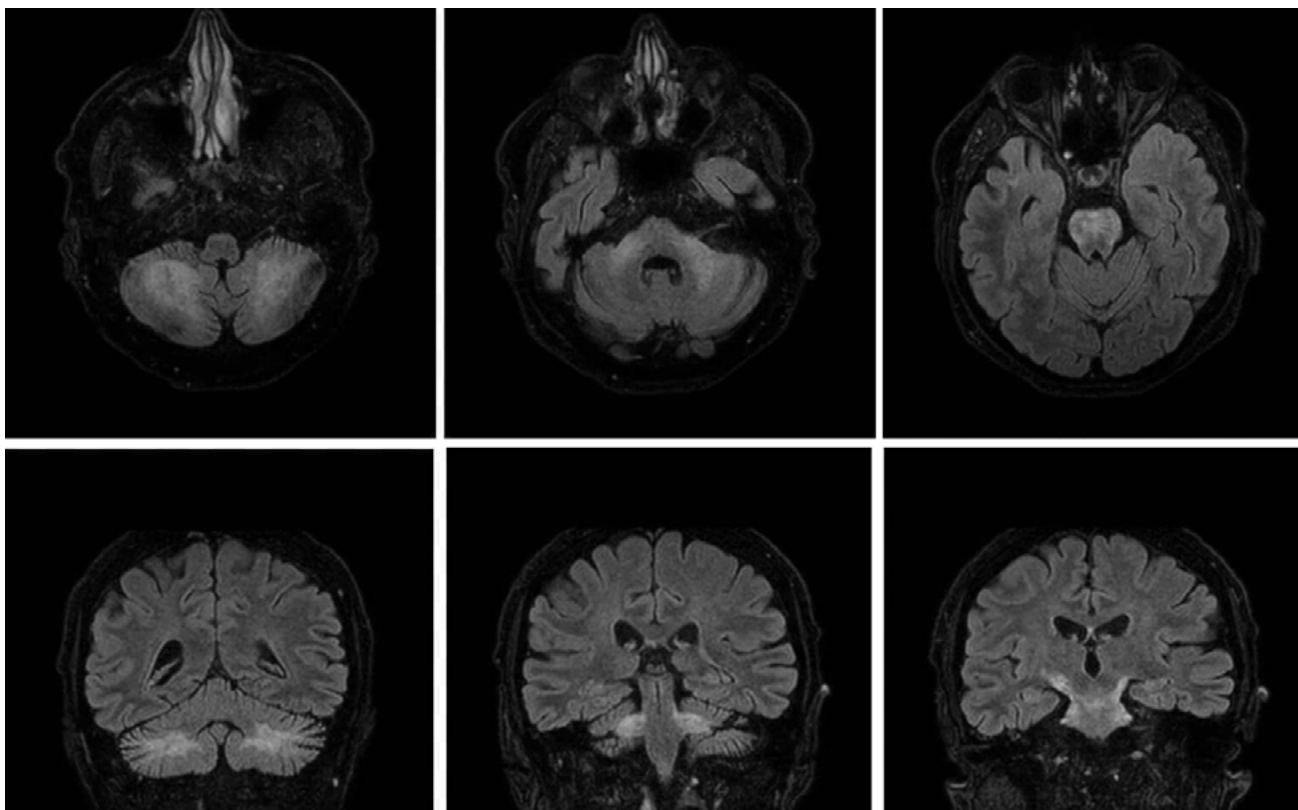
RM cerebral en secuencia FLAIR, corte axial y coronal. Lesiones hiperintensas, simétricas, en sustancia blanca de cerebelo, pedúnculos cerebrales y pedúnculos cerebelosos.
